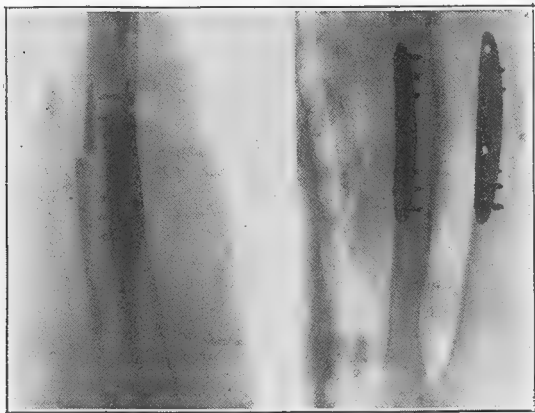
Obs. IV : Radiographie après ostéosynthèse.
